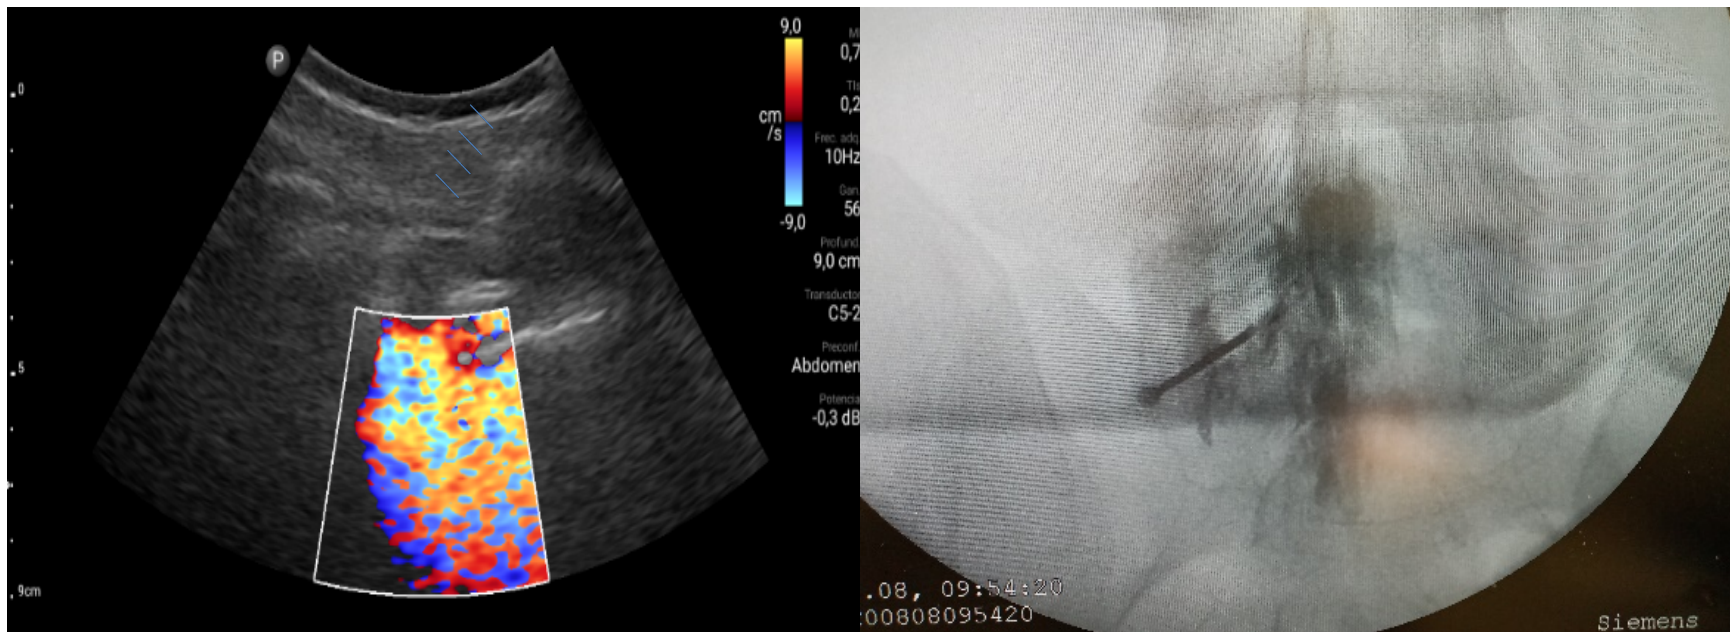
Inyección de 5 a 10 ml de suero fisiológico con registro de la imagen *doppler color*, que se distribuye en el canal raquídeo, en una inyección epidural L5S1 paramediana derecha (imagen a la izquierda). Las flechas azules indican el trayecto de la aguja de Touhy. A la derecha se observa la confirmación con epidurograma de una inyección epidural L5S1 izquierda.
